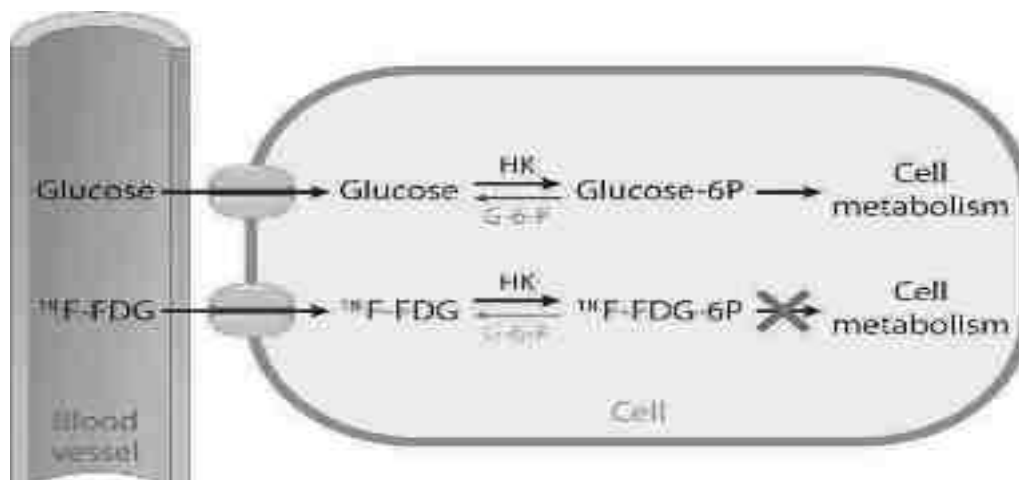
Métabolisme du ^{18}F -FDG et du glucose d'après Rahman et *al.* (25).
